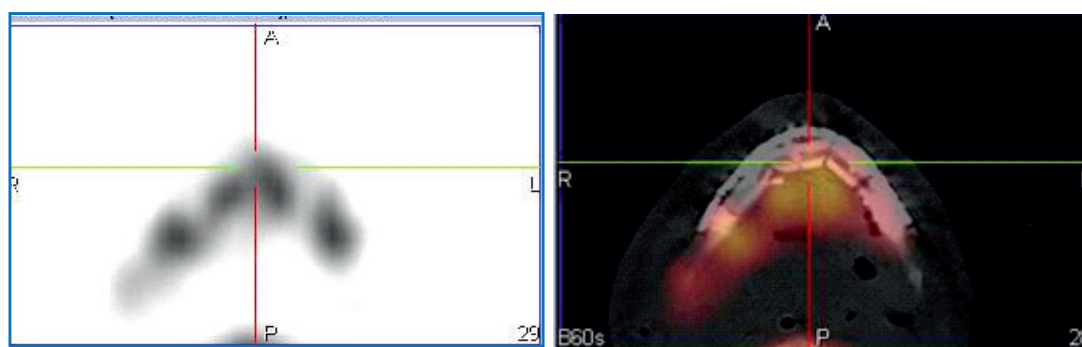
Пациент Т. При выполнении ОФЭКТ/КТ у того же пациента было выявлено накопление РФП в костном фрагменте трансплантата, указывающее на его адекватное кровоснабжение. Рана зажила первичным натяжением с полным восстановлением непрерывности тела нижней челюсти
